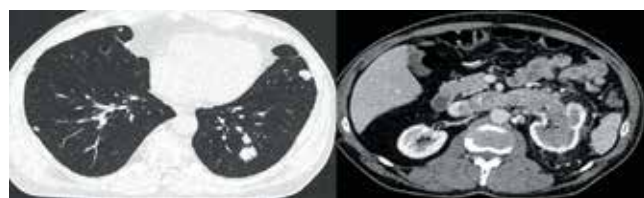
Мультиспиральная компьютерная рентгеновская томография: метастазы в легкие, опухоль левой почки размером 90 × 60 × 105 мм, тромбоз левой почечной вены и нижней полой вены
